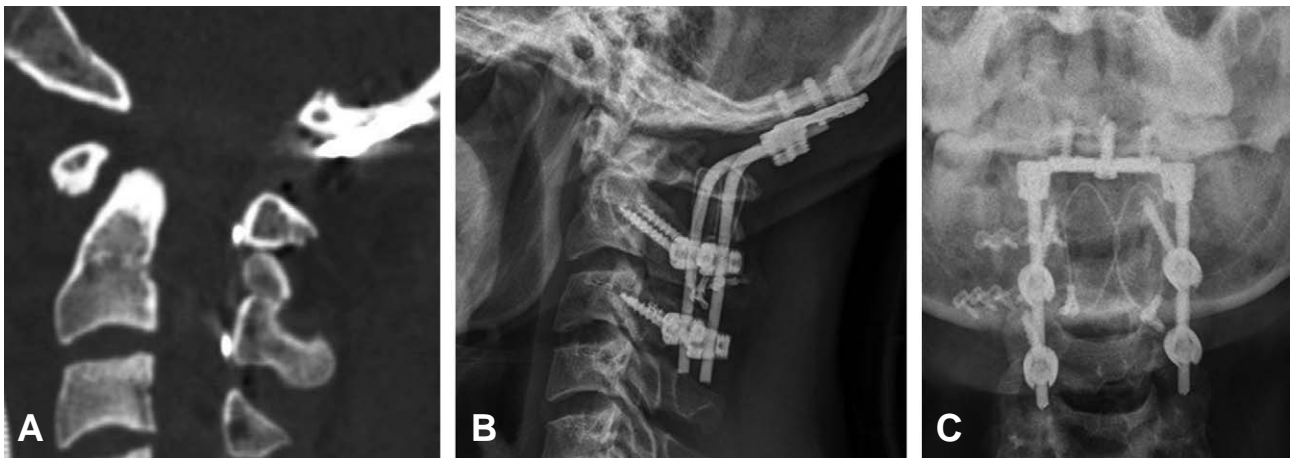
Postoperative CT shows reduction of basio-dental interval (A) and postoperative plain X-ray present proper instrumentation (B, C).
